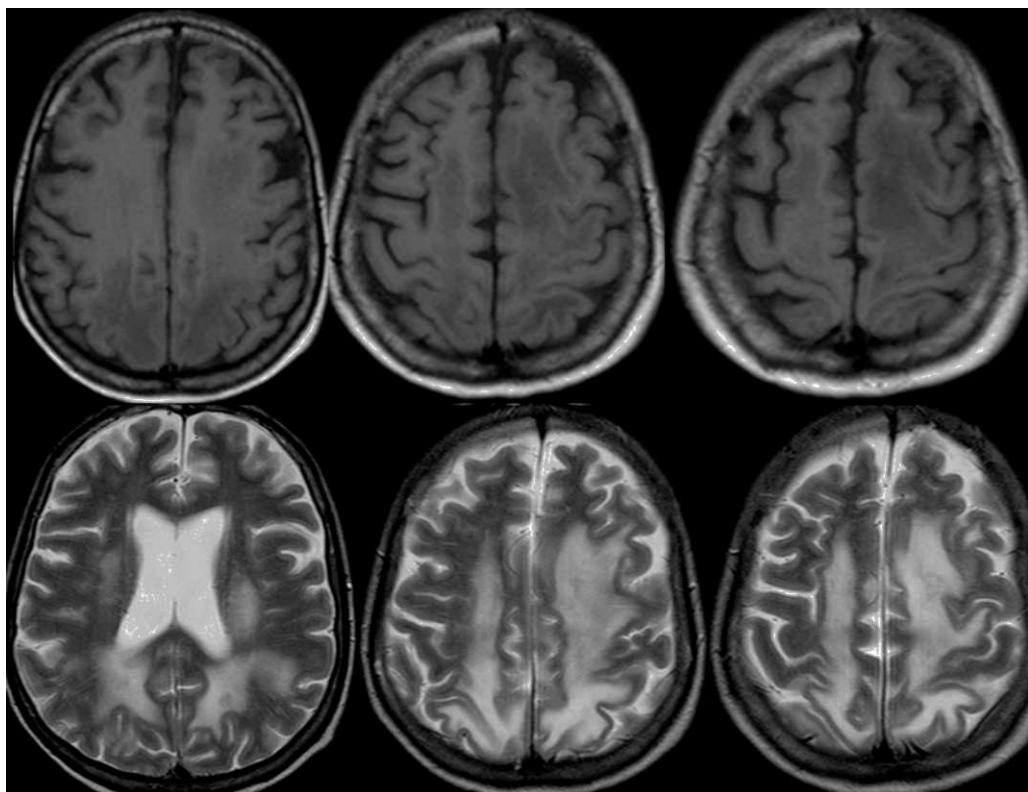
Estudio de RM con cortes axiales SEpT1 (primera fila) y SEpT2 (segunda fila) que muestran áreas de hipo e hiperintensidad de señal, respectivamente, en lóbulos occitales y sustancia blanca de centros semiovales, mejor valorado en T2, donde se objetivan también pequeños focos hipointensos en el seno de dichas áreas hiperintensas y que se corresponden a hemorragias petequiales.
